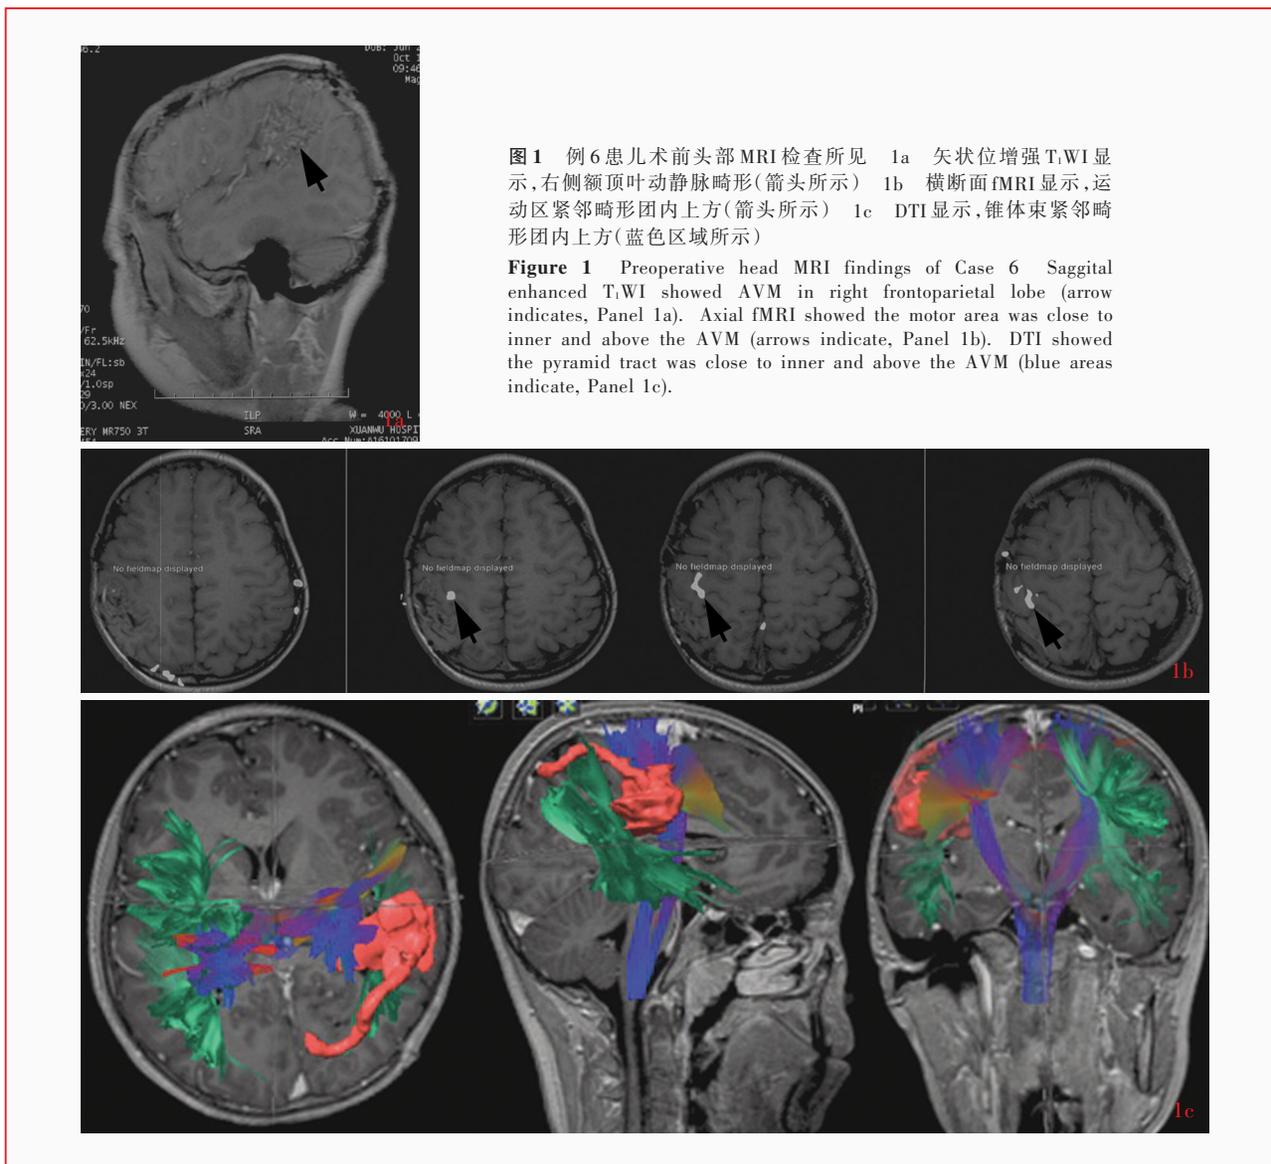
例6患儿术前头部MRI检查所见 1a 矢状位增强T₁WI显示,右侧额顶叶动静脉畸形(箭头所示) 1b 横断面fMRI显示,运动区紧邻畸形团内上方(箭头所示) 1c DTI显示,锥体束紧邻畸形团内上方(蓝色区域所示)
